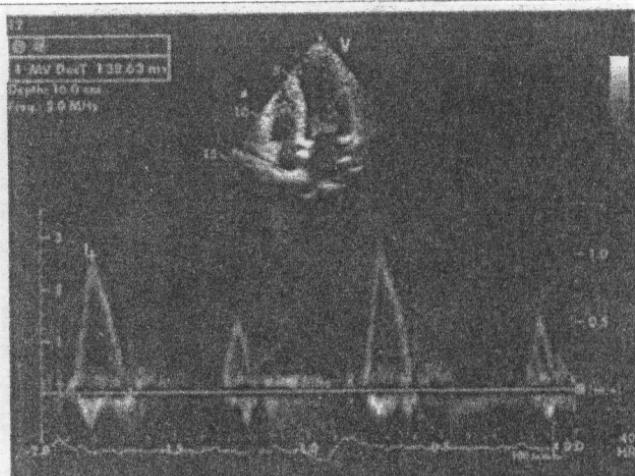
Doppler pulsat (PW). Secțiune apicală 4 cavități cu eșantionul de volum Doppler PW plasat la vârful valvelor mitrale. Se înregistrează fluxul transmitral cu vizualizarea undelor de umplere: protodiastolică E și tele-diastolică A. Deoarece fluxul sanguin se apropie de transductor, aceste unde apar figurate pozitiv (deasupra liniei zero).
